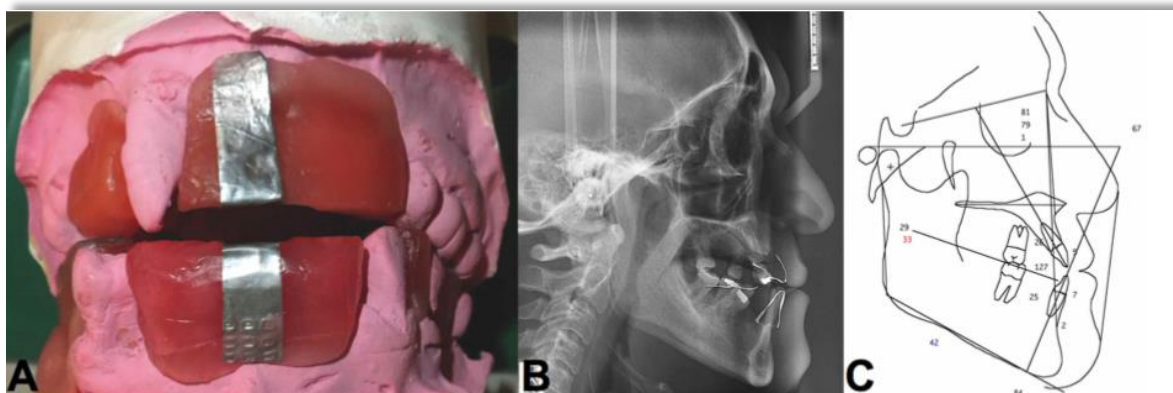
Técnica y toma de la radiografía para su posterior análisis cefalométrico.
